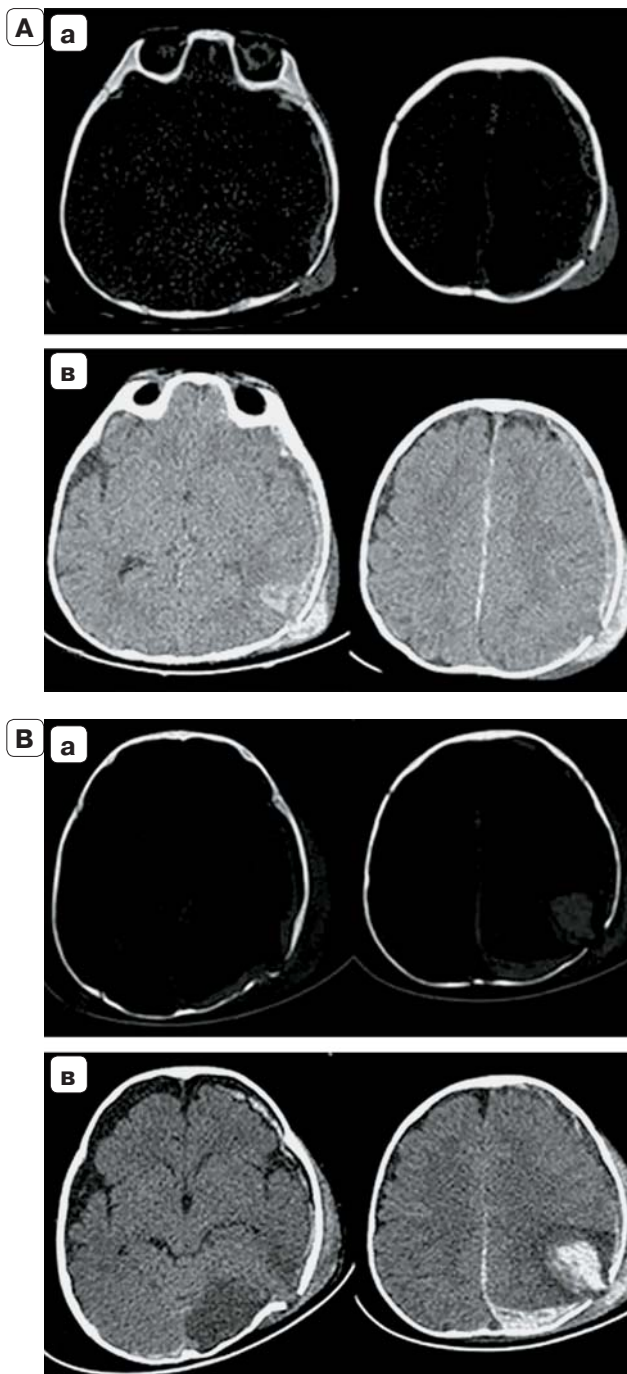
4А. Девочка 6 мес, упала со второго яруса кровати. Растущий перелом левой теменной кости. КТ через 16 ч после травмы: аксиальные срезы (а – костное окно) 3D-реконструкция (б), мозговая грыжа и зона ушиба с ишемией под переломом (в).
